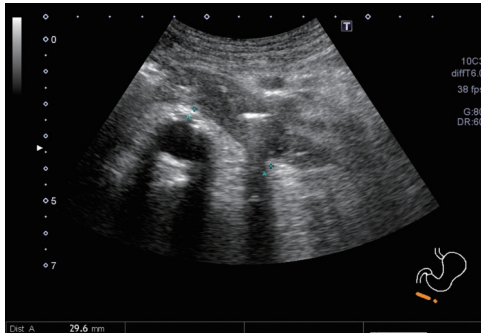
腹部超音波検査 十二指腸水平脚での壁肥厚と内腔の狭窄
